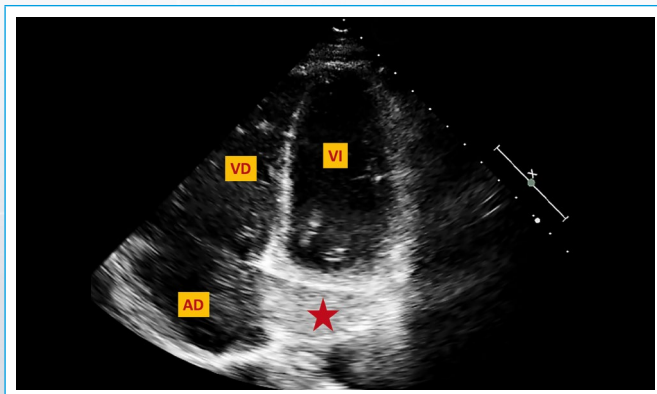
Ecocardiografía transtorácica bidimensional (AD: aurícula derecha; VD: ventrículo derecho; VI: ventrículo izquierdo). Tras inyección de suero salino agitado a través de vena braquial izquierda se observa cómo se opacifica el seno coronario dilatado con agregados de microburbujas (estrella roja)
